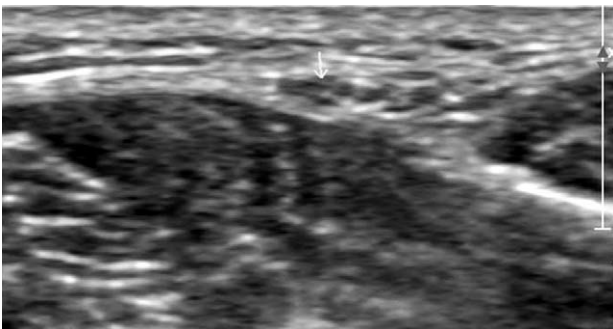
Ultrasound-guided marking at the fascial exit site of superficial peroneal nerve.
